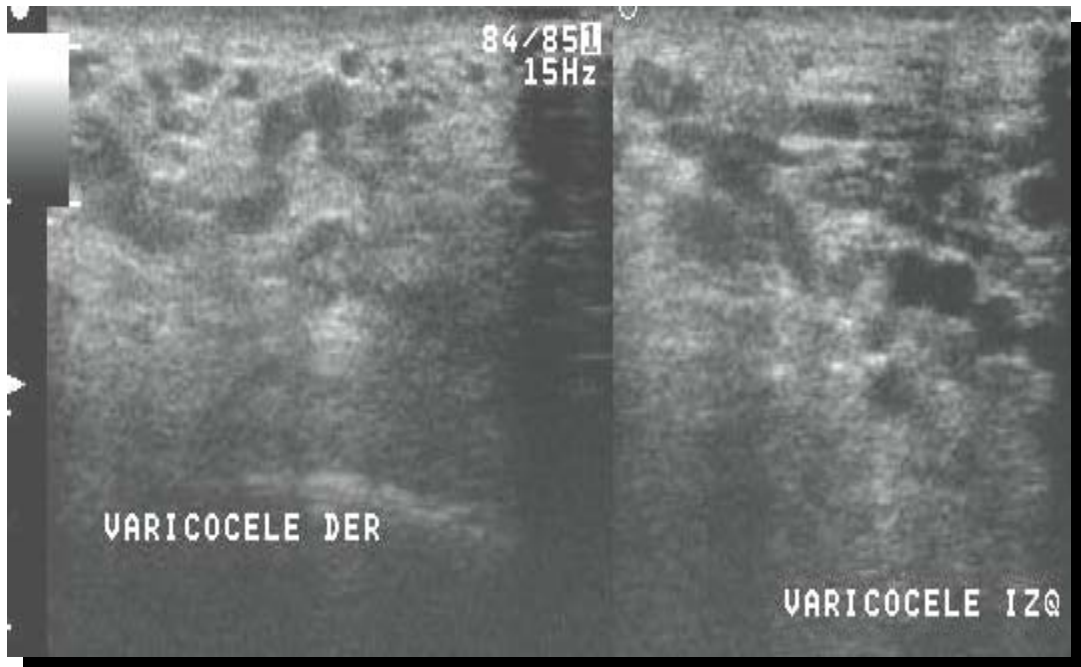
Dilatación de las venas del cordón correspondientes a varicocele y que pueden ser identificadas mediante el ultrasonido Doppler.
